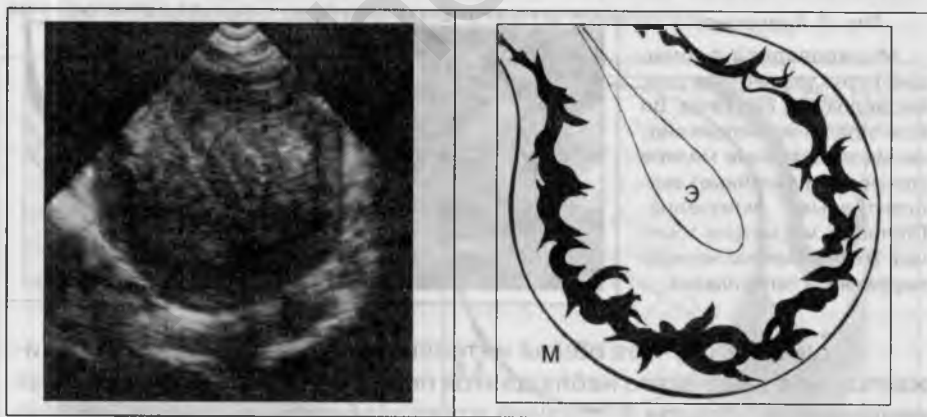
ТВ-УЗИ М при аденомиозе – гиперваскуляризация миометрия (пояснения в тексте).
